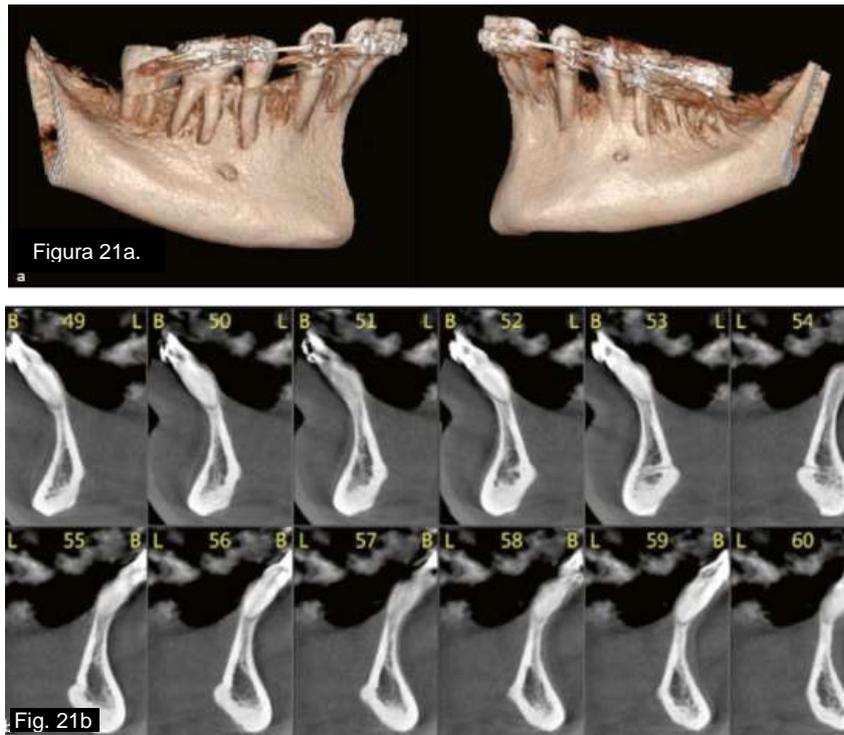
(a) Imágenes de la tomografía computarizada de haz cónico tomadas del arco mandibular. (b) Sección de dientes anteriores tomadas al comienzo de la terapia para evaluar morfología ósea en 3D. (23)
